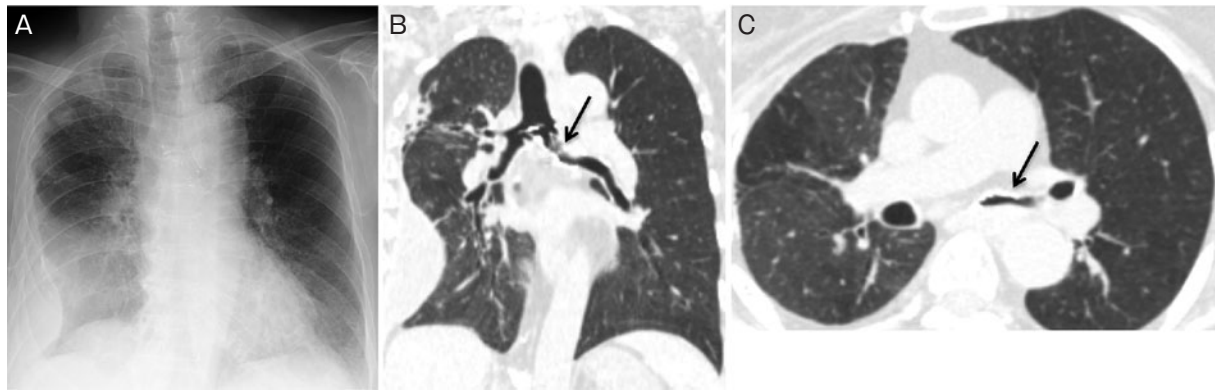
入院時画像所見。(A) 胸部X線写真。(B) 胸部CT (冠状断). 内腔に突起する陰影を認める (矢印)。(C) 胸部CT (体軸断). 左主気管支の閉塞を認める (矢印).
